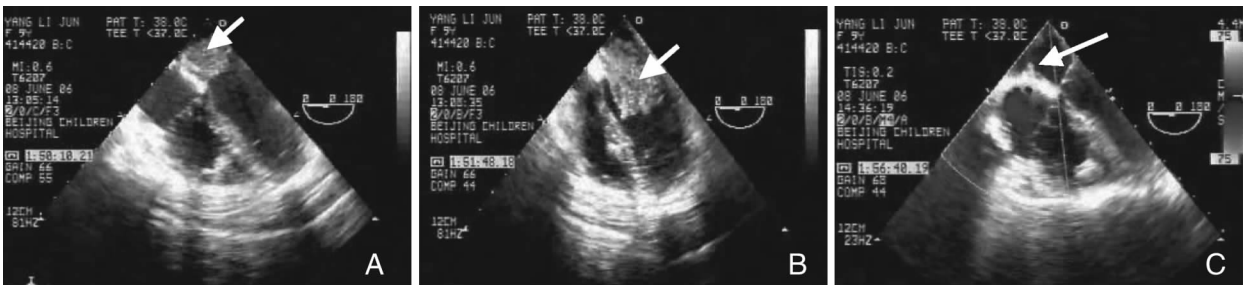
超声心动图检查 A: 左房内巨大黏液瘤, 几乎填满左房; B: 左房内黏液瘤随心脏瓣膜的开启凸入左心室; C: 左房内黏液瘤切除后, 仅见蒂状物残存在左房壁。
